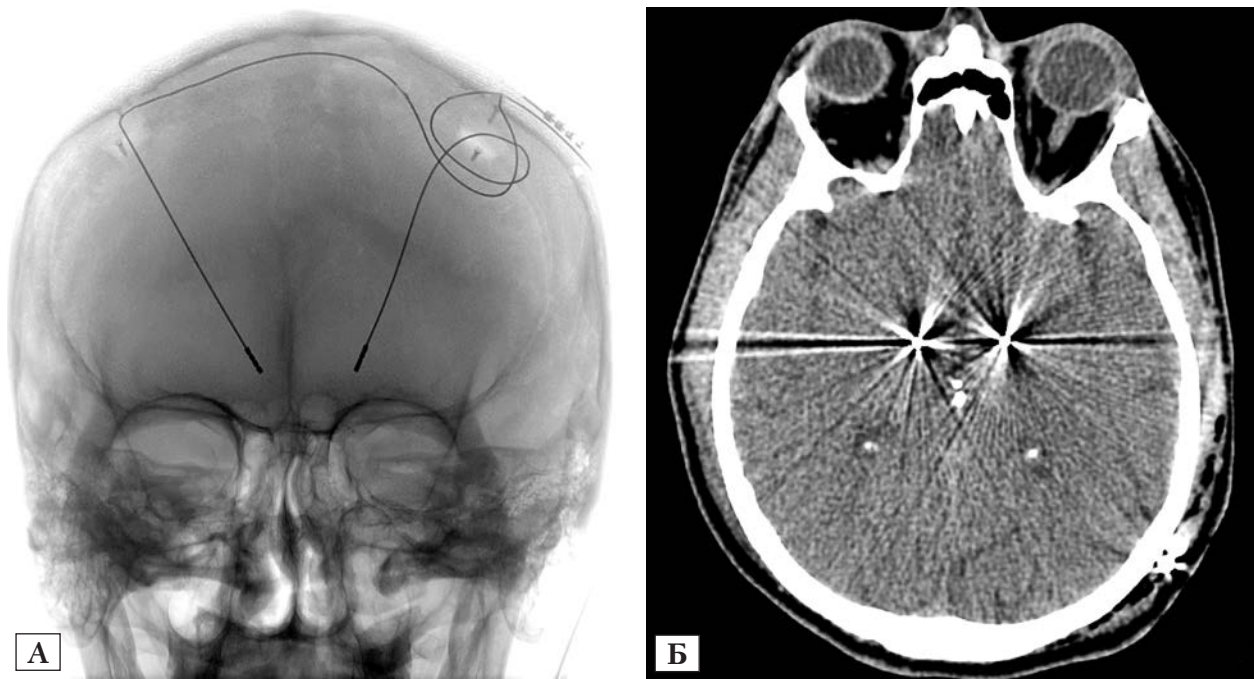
Контрольне радіологічне дослідження хворого Г. наступного дня після операції. Внутрішньомозкові електроди розміщені симетрично в субталамічних ядрах обох півкуль: А — рентгенографія; Б — мультиспіральна комп'ютерна томографія головного мозку
